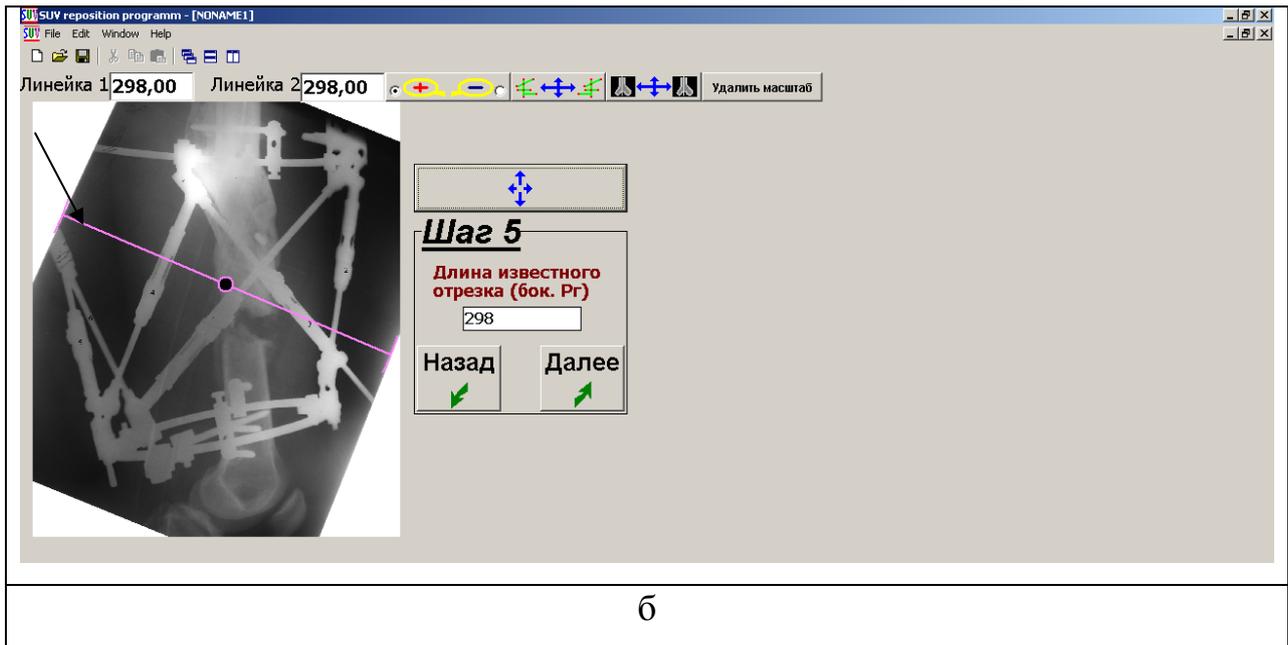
Вид окна программы Орто-СУВ после выполнения Шага 5 «Масштабирование боковой рентгенограммы»: а – до масштабирования; б – после масштабирования; стрелками указаны масштабирующие линейки
